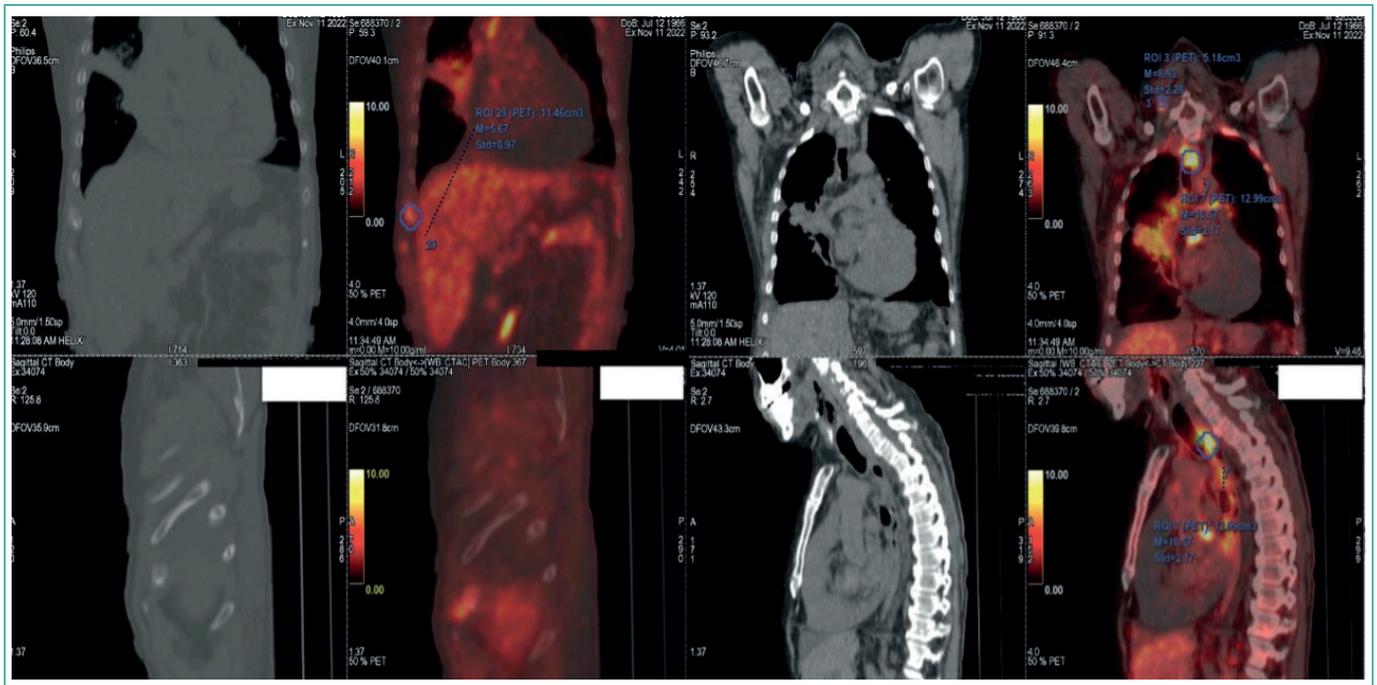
Tomografía por emisión de positrones (PET/CT) con F18-FDG. Masa tumoral parahiliar y paraesofágica derechas hipermetabólicas, afectación nodal en cadena latero-cervical ganglionar derecha y mediastínicas y derrame pericárdico severo.
